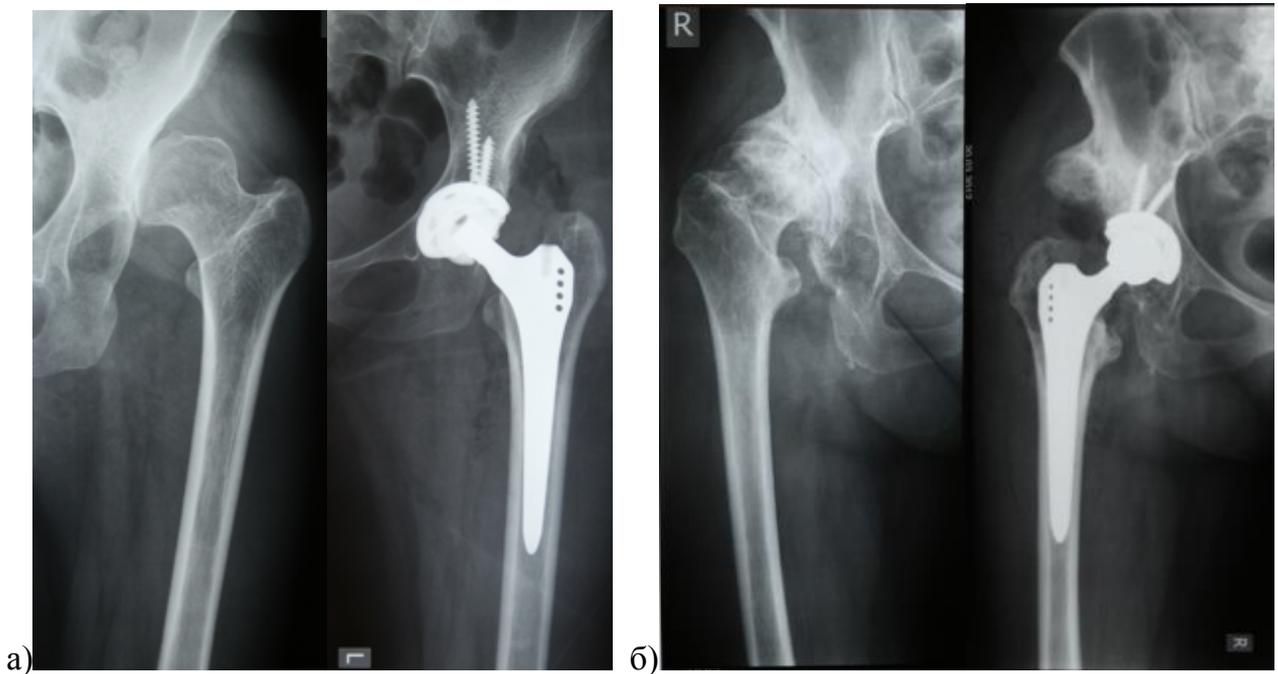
а) рентгенограммы пациентки 36 лет с высоким вывихом (тип C1 по Hartofilakidis), до операции отсутствует ложная впадина, имеется только зона контакта с телом подвздошной кости, учитывая небольшое краниальное смещение бедра эндопротезирование выполнено без укорачивающей остеотомии с посадкой бедренного компонента на область малого вертела; б) рентгенограммы пациентки 52 лет с высоким вывихом (тип C1 по Hartofilakidis), до операции определяется выраженная ложная впадина с мощным остеофитом, эндопротезирование выполнено без остеотомии с краниальным смещением центра ротации на 10 мм
